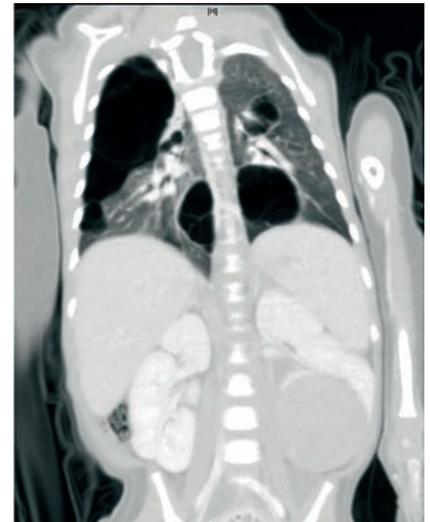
b: CT Thorax und Abdomen mit Kontrastmittel (Originalbefund).
